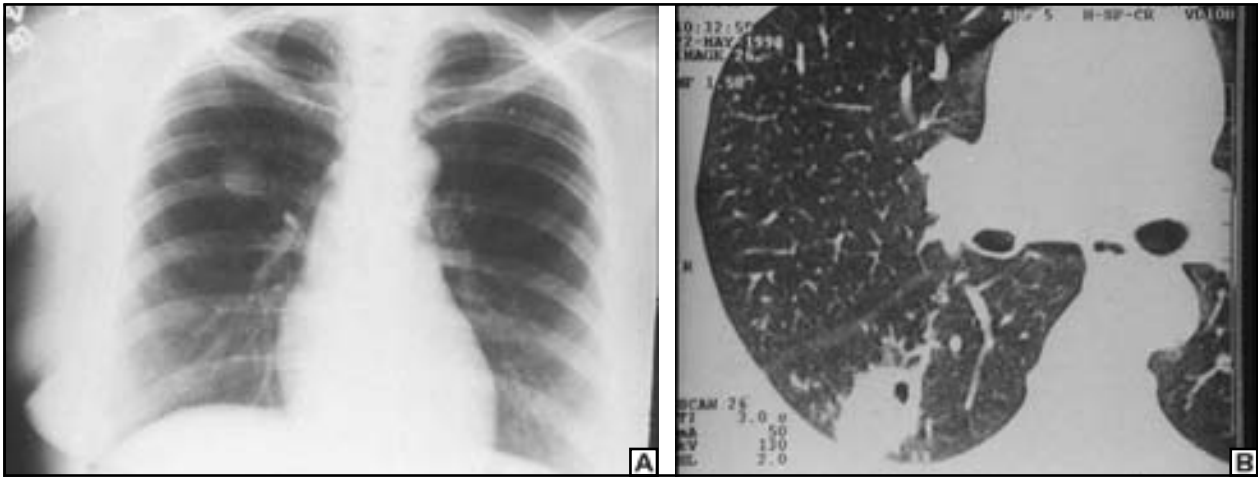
Forma pseudotumoral. Em “A”, radiografia em PA demonstrando nódulo com cerca de 2cm de diâmetro, localizado no terço médio do pulmão direito, em paciente assintomática respiratória, em pré-operatório de cirurgia de revascularização do miocárdio. Em “B”, TCAR revela nódulos de limites imprecisos, com área de escavação e disseminação acinar característica de permeio ao nódulo.
